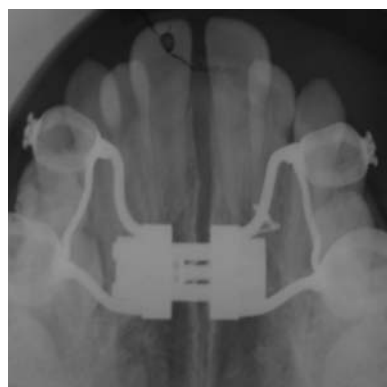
c - Le radiografie occlusali prima e dopo l'espansione mostrano l'apertura della sutura palatina e l'ottenimento dell'espansione ortopedica
